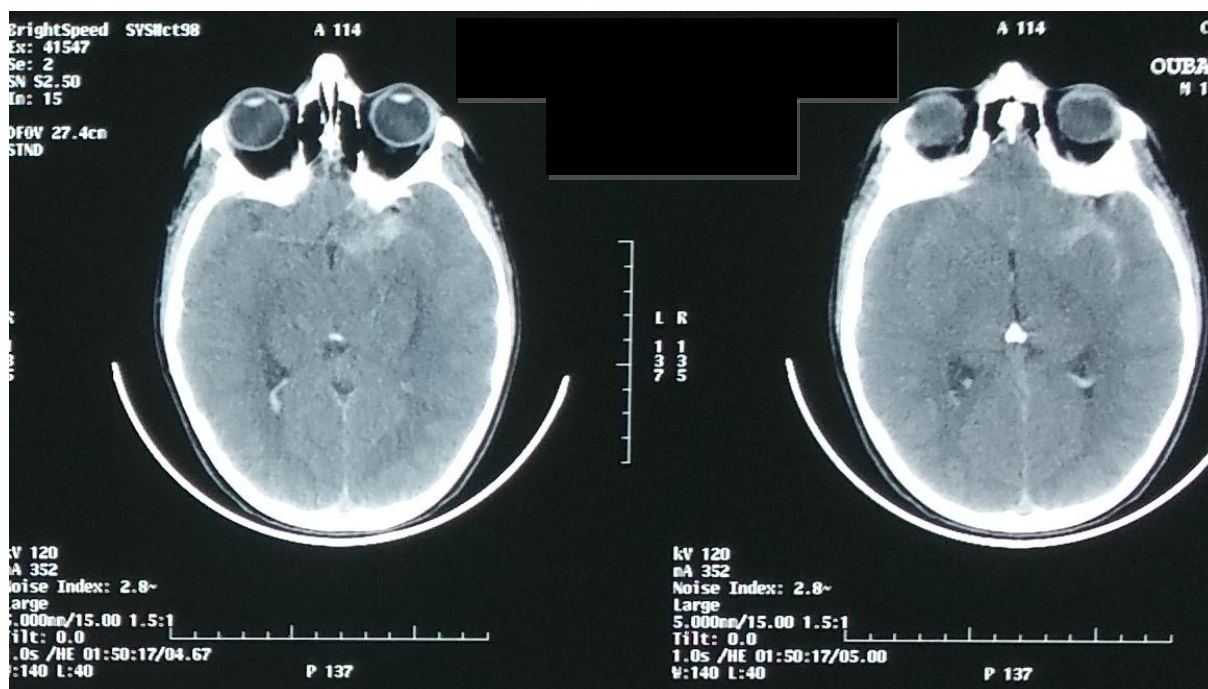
TDM cérébrale C- objectivant une hémorragie méningée.
